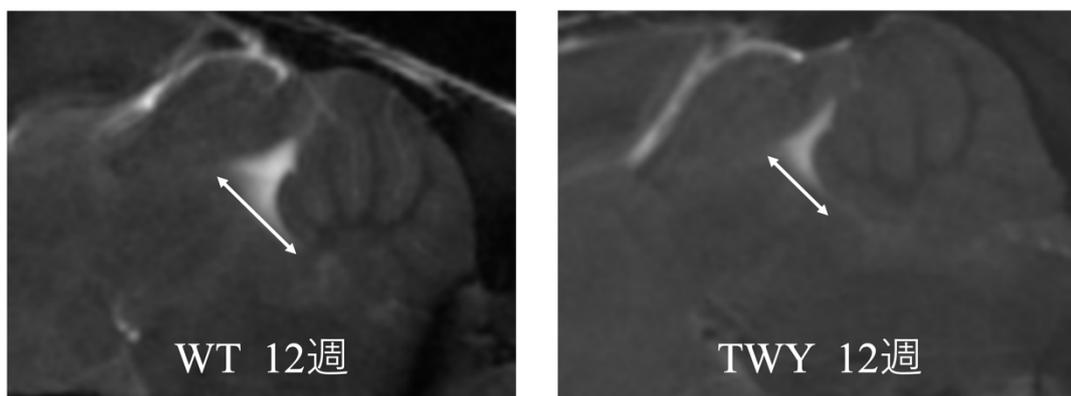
TWY マウスと野生型マウスの脳脊髄液の MRI
